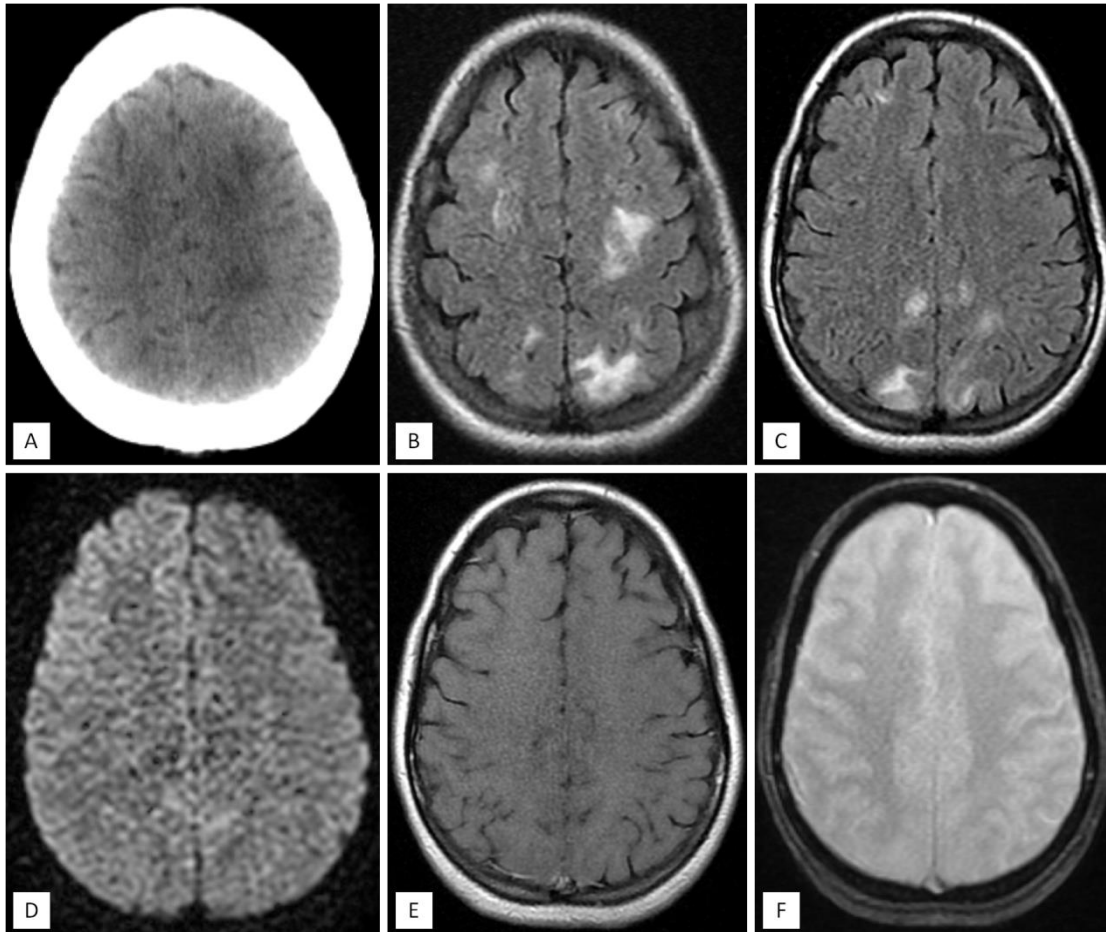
La TDM cérébrale sans injection (coupe axiale : A) objective la présence d'hypodensités fronto-pariéto-occipitales plus marquées à gauche. L'IRM cérébrale montre la présence d'hypersignaux T2 et FLAIR cortico sous corticaux qui intéressent les lobes fronto-pariéto-occipitaux asymétriques (coupes axiales : B, C), non restrictifs (coupe axiale : D) et non rehaussés après contraste (coupe axiale : E), avec absence de stigmates hémorragiques en T2* (coupe axiale : F).
